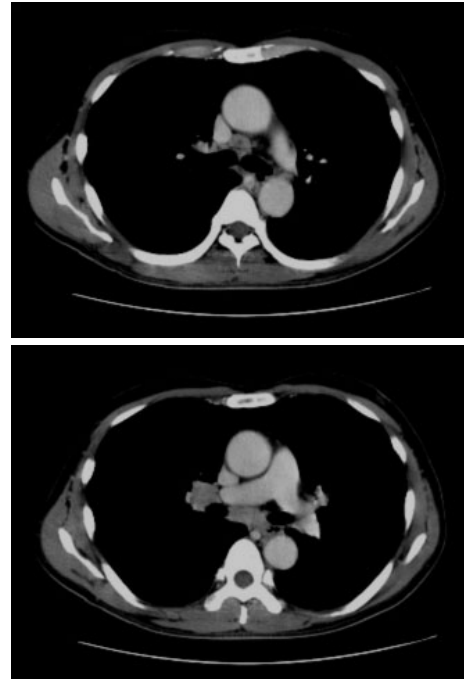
Chest CT scan showing enlarged mediastinal and bilateral hilar lymph nodes.
